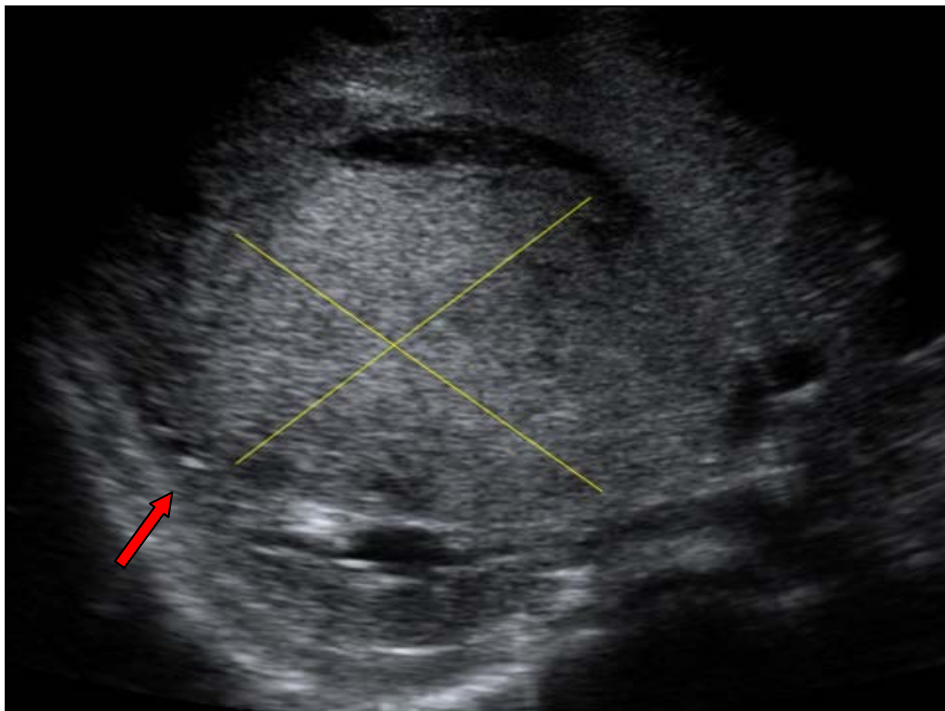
Masse abdominale de découverte fortuite chez un enfant âgé de 3ans.L'échographie abdominale montre une masse tissulaire rétro-péritonéale au dépend du rein droit. Cette masse d'échostructure hétérogène entourée d'une languette du parenchyme : Signe de l'éperon (flèche).
